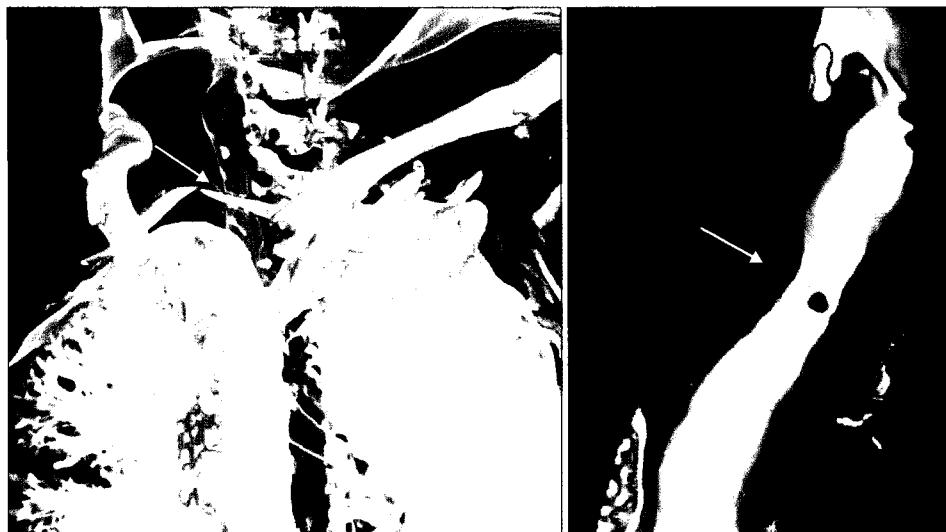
Preoperative chest CT scan findings in a 3 dimensional reconstruction view.
